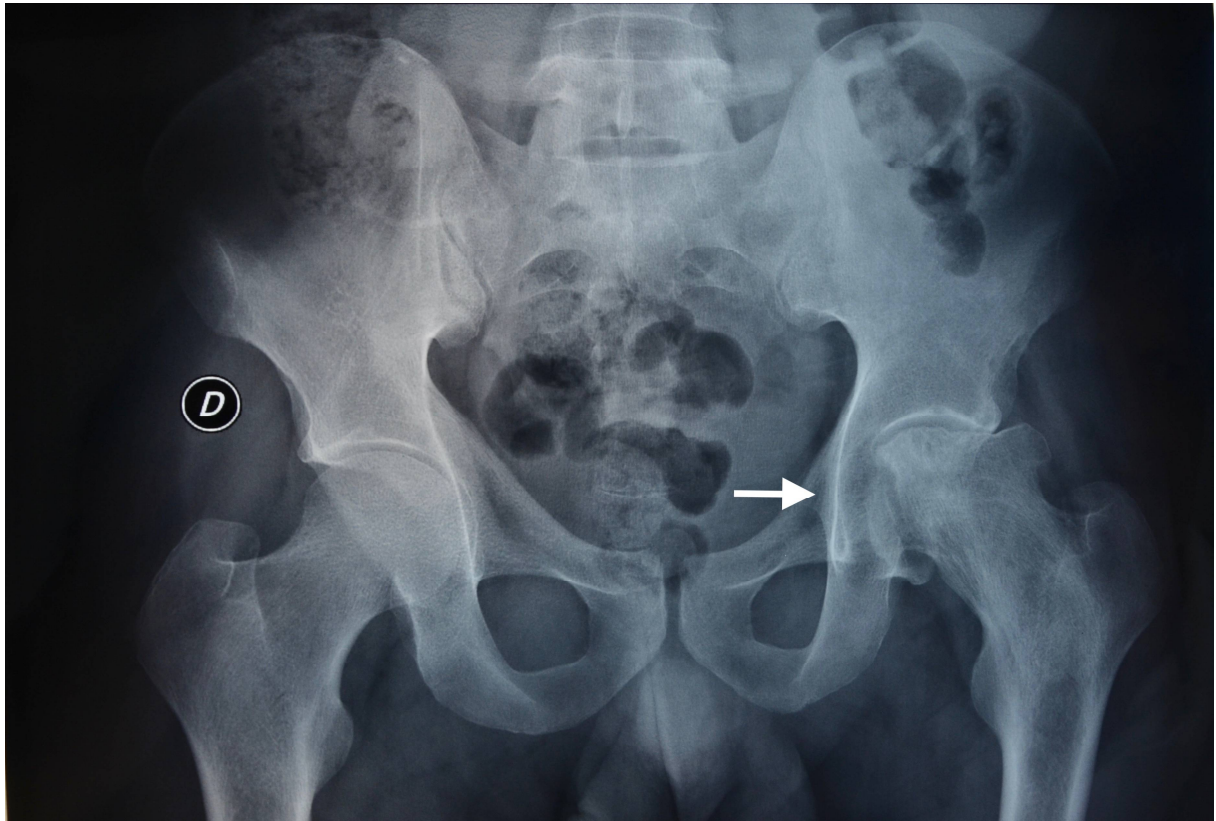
Radiographie du bassin de face objectivant une ostéonécrose de la tête fémorale gauche.
